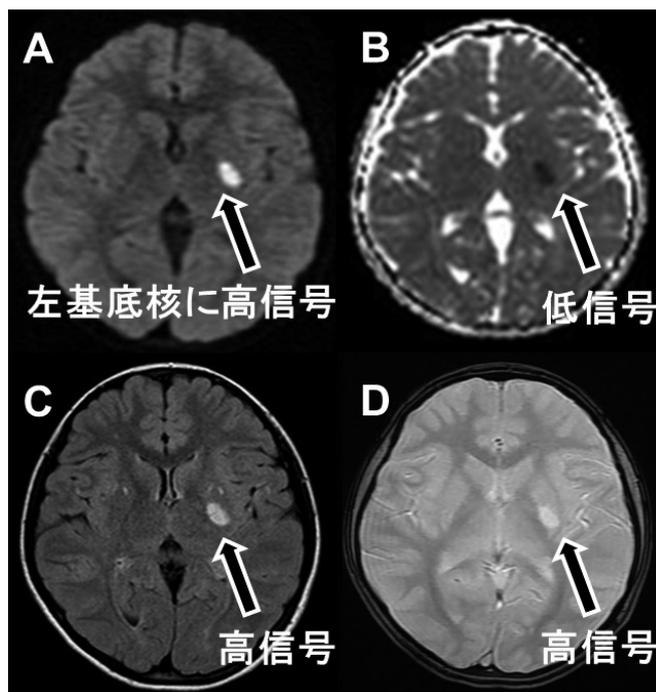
症例1入院時頭部MRI DWI(A)、ADC map(B)、C:FLAIR(C)、D:T2強調像(D)
